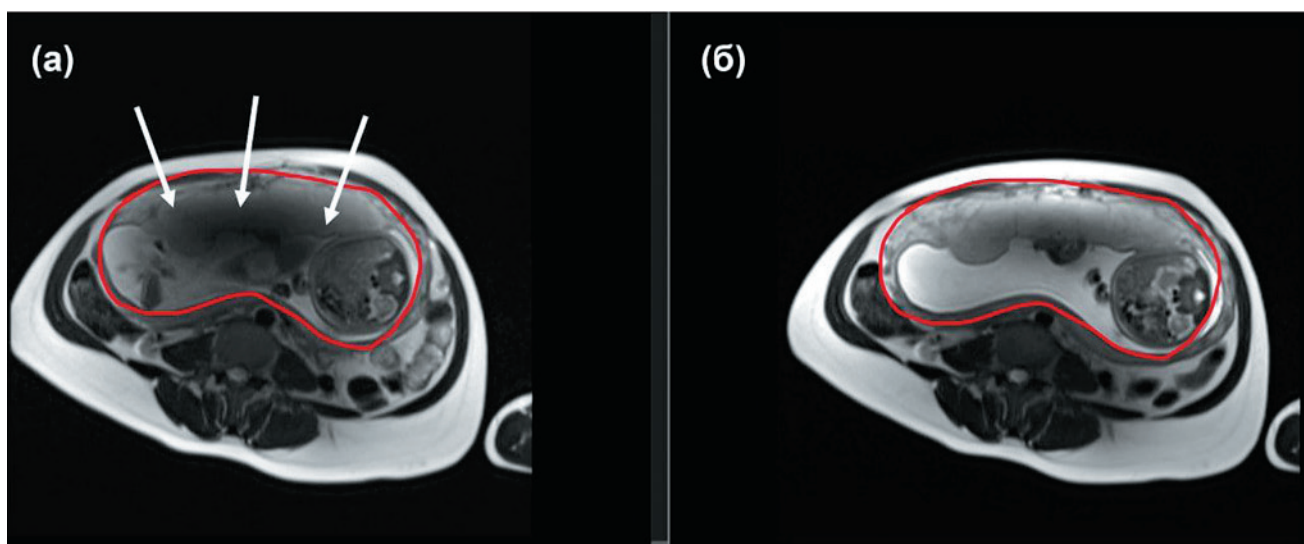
МРТ беременной со сроком 29–30 недель:
